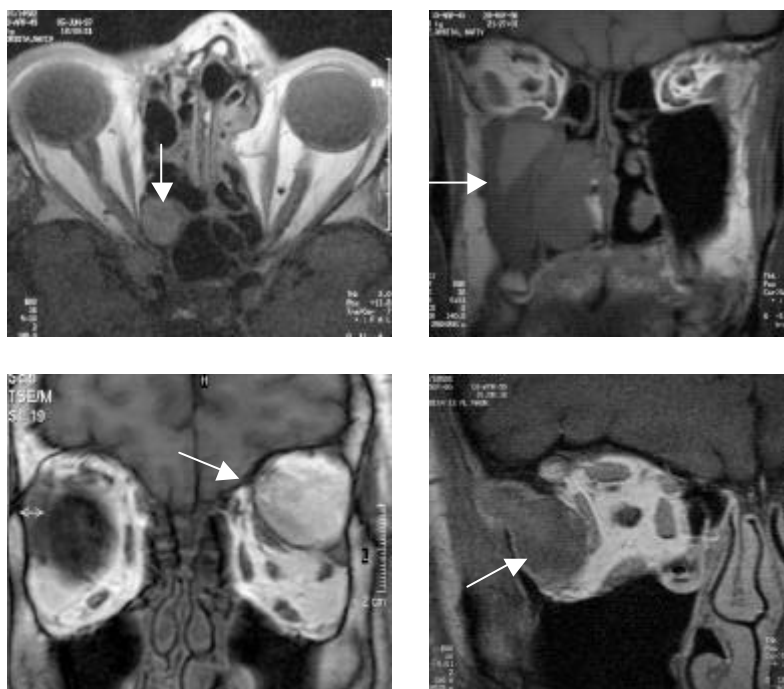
(oben links): Die native, axiale T1-gewichtete MRT zeigt im rechten posterioren Sinus ethmoidalis eine Mukozele von runder Form mit glattem Rand.
